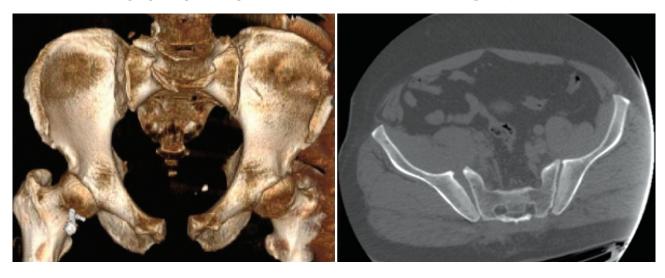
СКТ таза пациента Г. при поступлении
